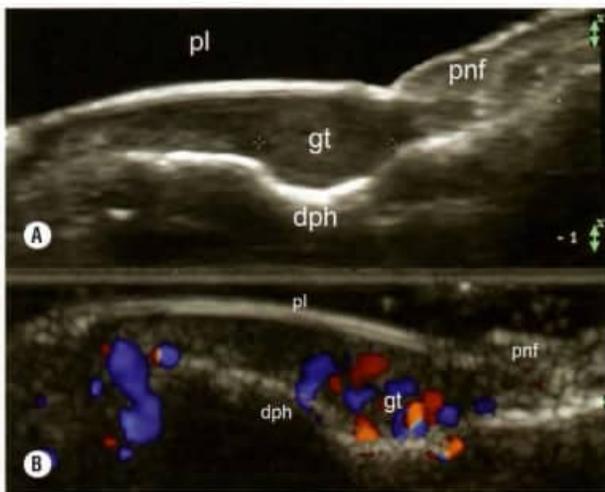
Tumor glômico. A. O ultrassom (vista longitudinal) demonstra nódulo hipoeecóico no leito ungueal proximal (GT, entre os marcadores) que corresponde a um tumor glômico. Observe a remodelação da margem óssea da falange distal abaixo do nódulo. B. fluxo sanguíneo do tumor glômico. Ecocolor Doppler (vista longitudinal) mostra um aumento da vascularização dentro de um tumor. Abreviaturas: gt, tumor glômico; pl, placa ungueal; pnf, prega (dobra) proximal; dph, falange distal.
